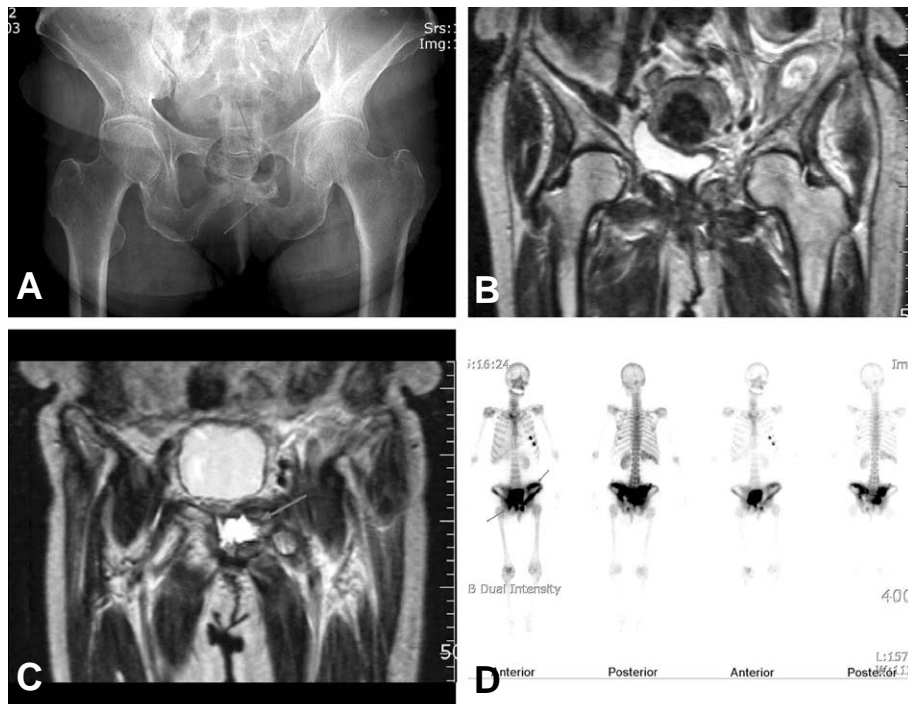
(A) Anteroposterior pelvis radiograph revealed resorption of pubic lesion. (B, C) T2-weighted coronal MR images show increased signal intensity in pelvic wing&pubic lesion (D) Bone scintigraphy shows increased radionuclide uptake in pubic lesion
